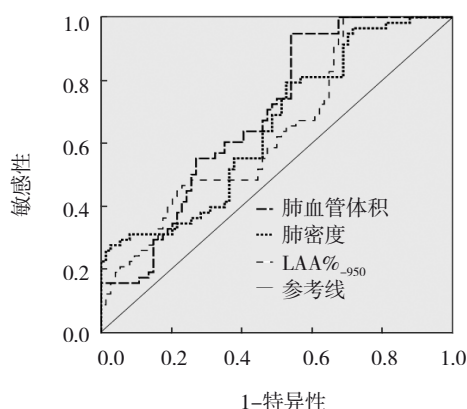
CT 定量鉴别 2 种类型 COPD 的 ROC 曲线
